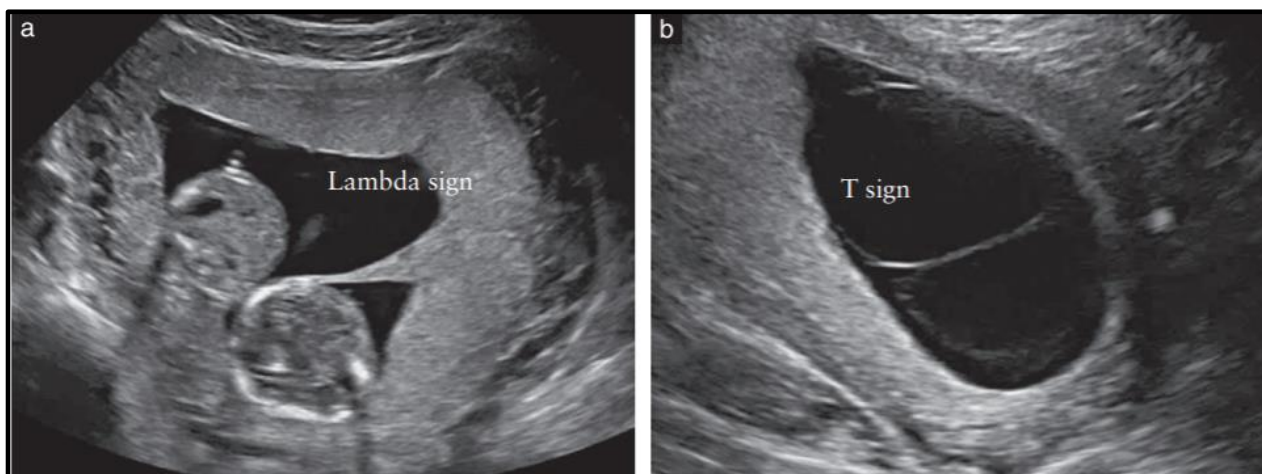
Imagens de ultrassonografia de gestação gemelar dicoriônica (à esquerda) e gestação gemelar monocoriônica (à direita) na 6ª semana de gestação.
